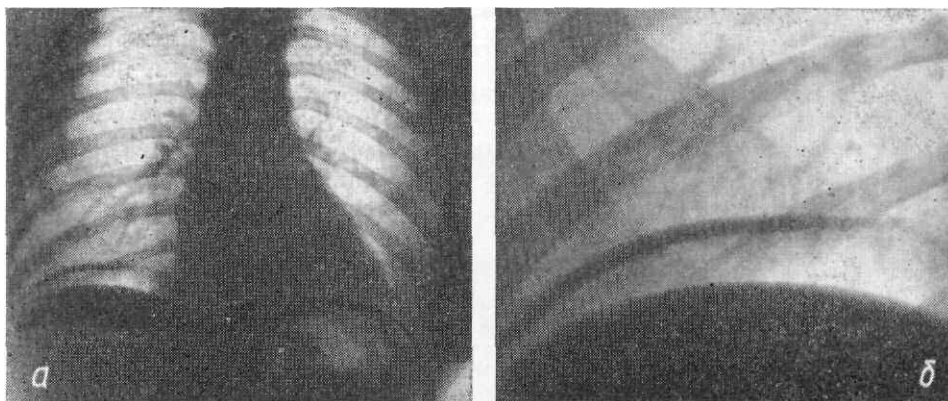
Изображение диафрагмы в условиях пневмоперитонеума. а — обзорная рентгенограмма; б — контактный отпечаток с рентгенограммы.
